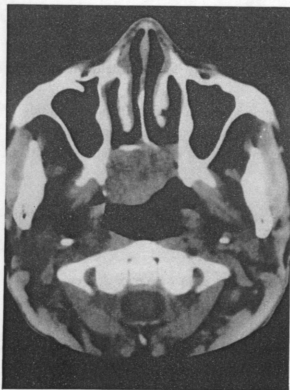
Axial computed tomograph shows heterogeneous soft tissue density mass in right posterior nasal cavity which is extending to left side and nasopharynx.
